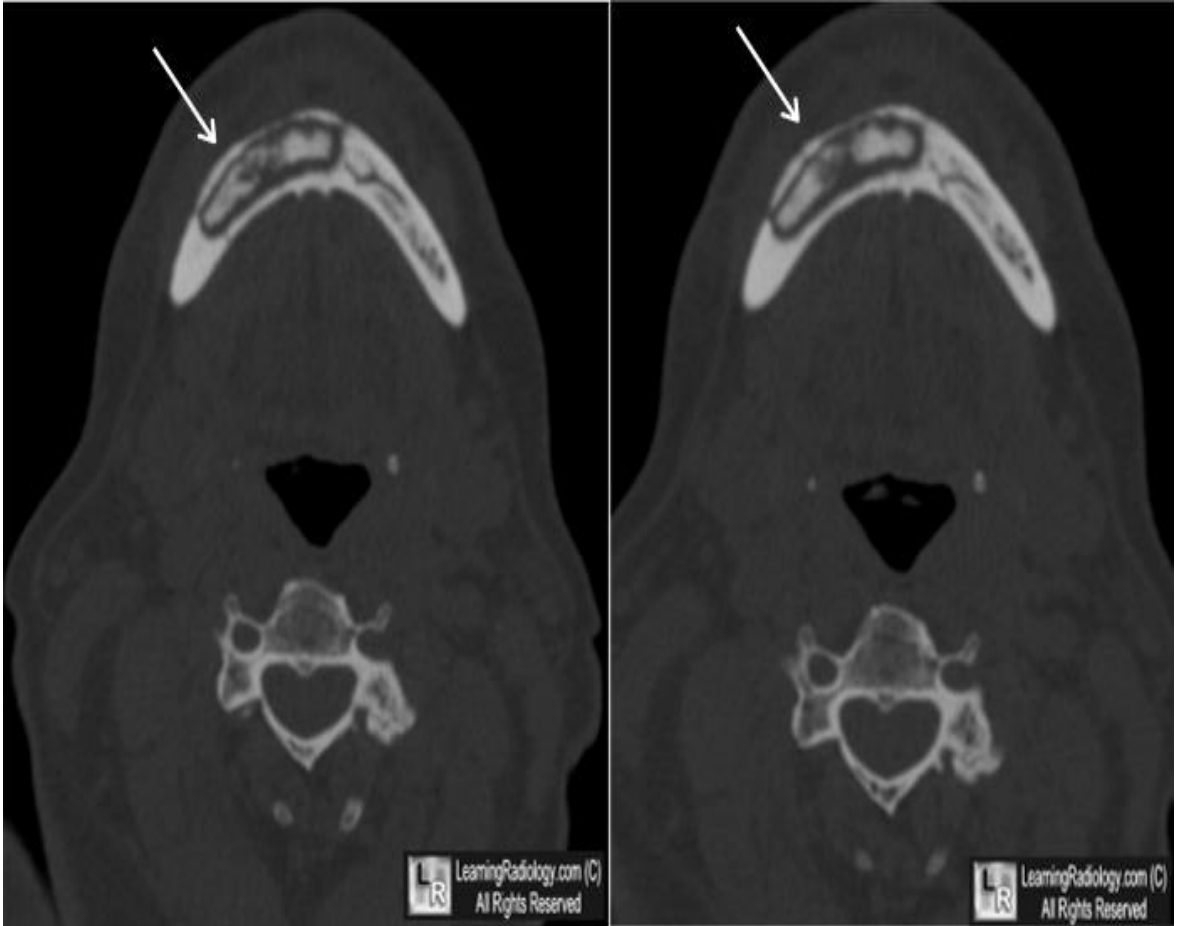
Corte transversal de una TAC que muestra los secuestros oseos¹²
